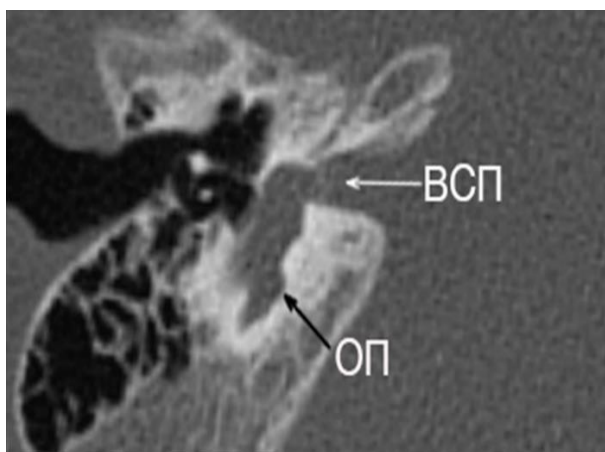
МСКТ височной кости и 3D моделирование внутреннего уха: общая полость (ОП) – одиночное, овальное или круглое по форме пространство, представляющее одновременно улитку и преддверие, в которое входит внутренний слуховой проход (ВСП; указано стрелками)
